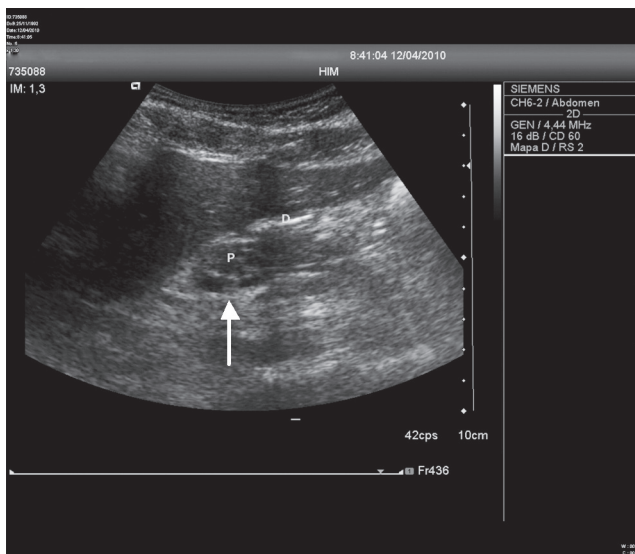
Corte de ultrasonido que muestra, en escala de grises: (a) una lesión hipoeoica dependiente de la apófisis unciniforme y de la cabeza del páncreas (flecha). (b) Con la modalidad Doppler color se observa vascularidad periférica.
